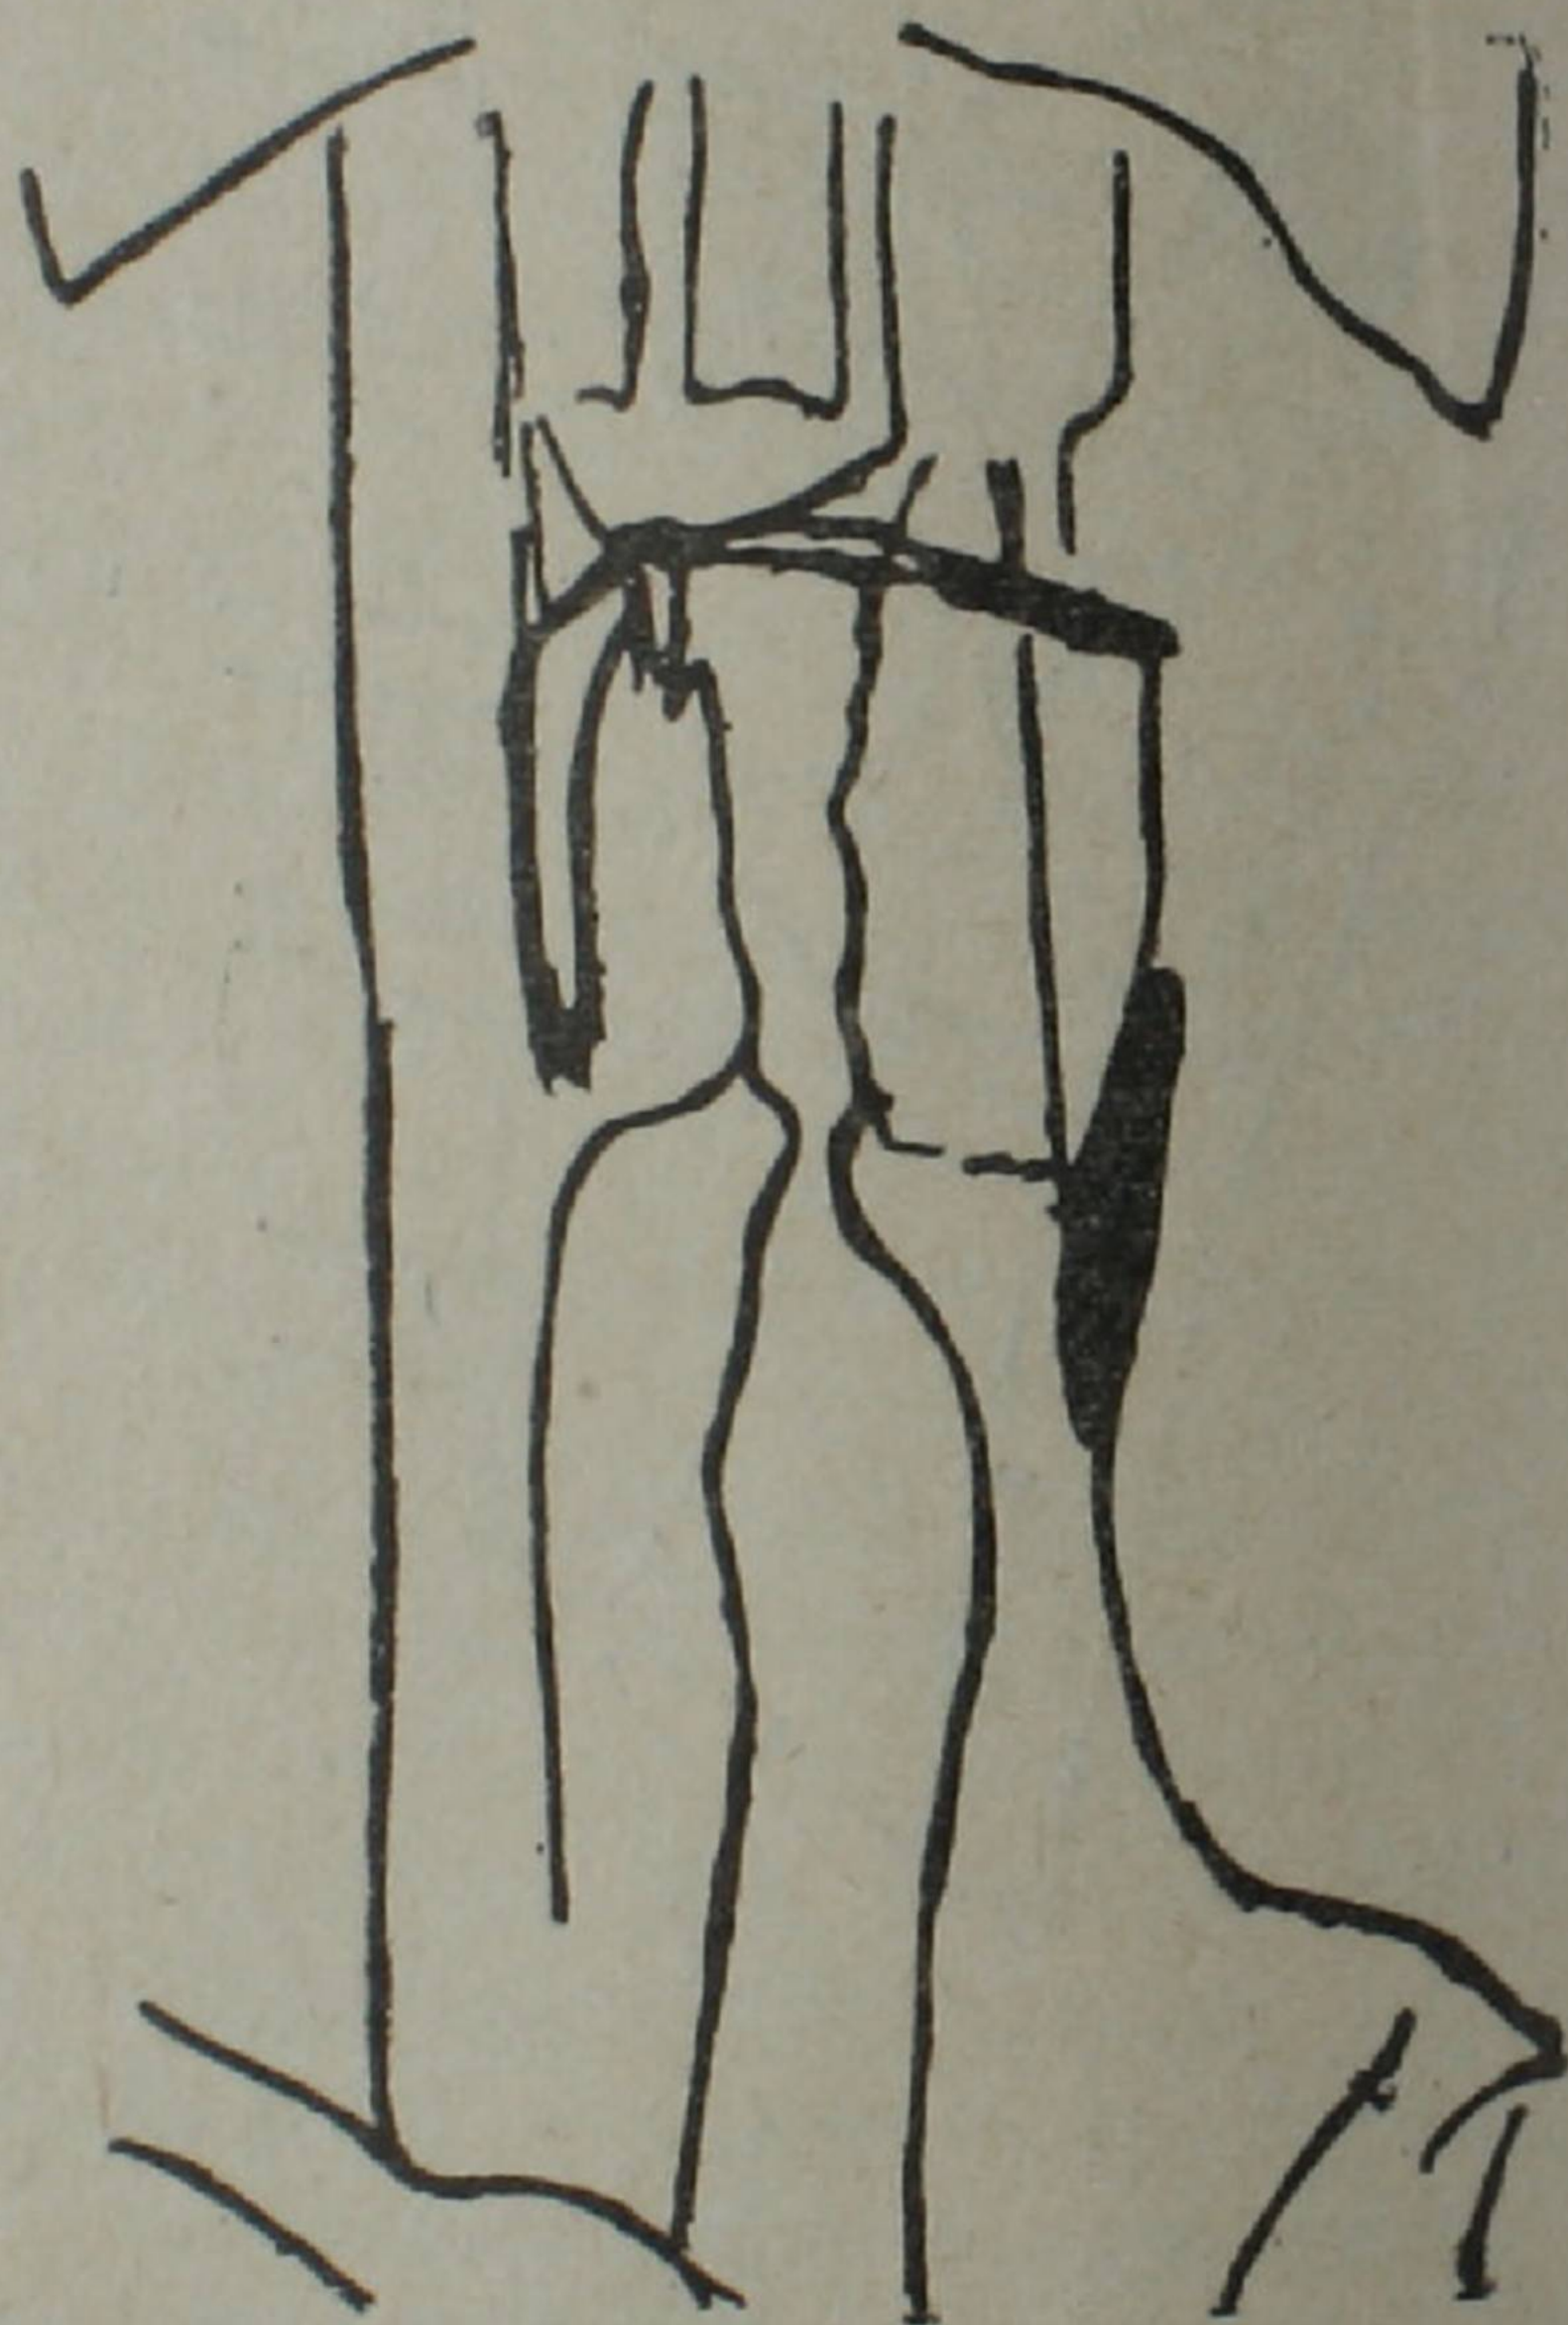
Передняя томограмма (срезы 3—4 см.). Вход в гортань почти полностью заполнен опухолевыми массами, исходящими из левой половины гортани и инфильтрирующими грушевидную яму, с прорастанием щитовидного хряща. Диффузный рак гортани.
